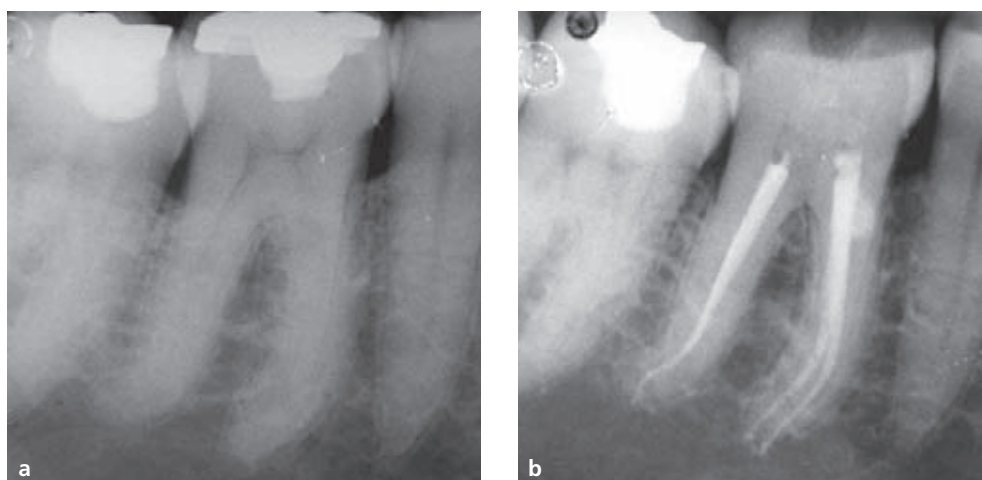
(a) La radiografia preoperatoria mostrava una notevole lunghezza e la stenosi dei canali radicolari, insieme alla presenza di curvature multiple. La scelta di strumentazione è stata: canali mesiali (terzo coronale .08, terzo medio .06, terzo apicale .04 con diametro apicale .30) e canale distale (.08, terzo medio .06, terzo apicale .04 con diametro apicale .25). (b) Radiografia di controllo a 1 anno.
